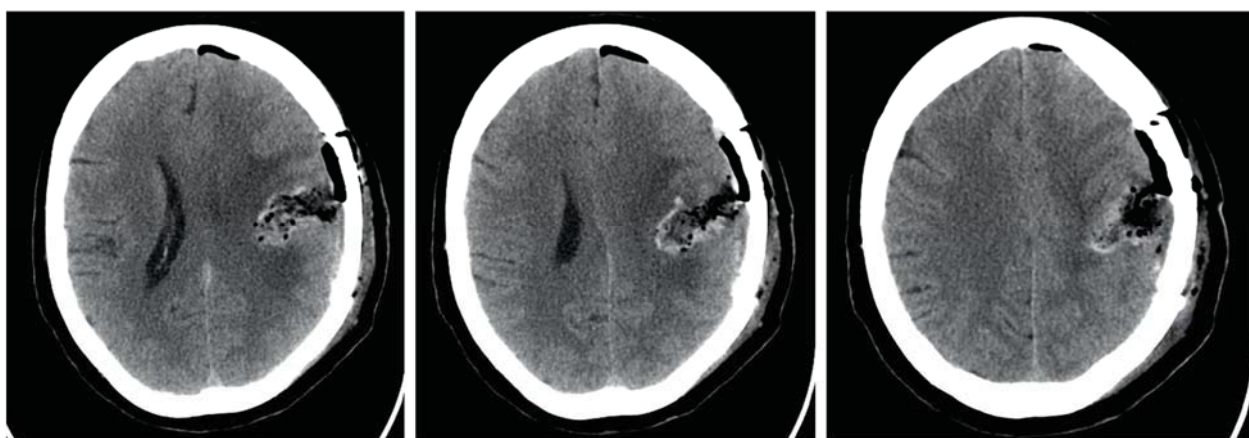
СКТ головы после микрохирургического удаления глиобластомы левой теменной доли. Отмечается незначительная имбибиция кровью стенок ложа удаленной опухоли.
